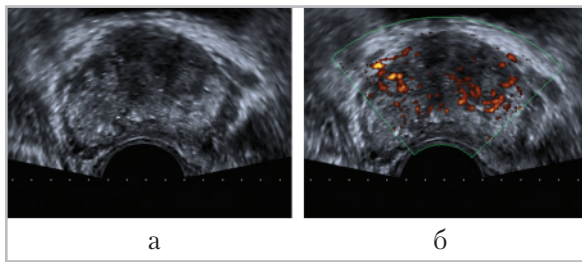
Эхограммы простаты: *a* — ТРУЗИ в В-режиме, поперечное сканирование. В передних отделах обеих долей определяется неравномерное снижение эхогенности, несколько больше выраженное слева; *б* — режим дуплексного сканирования (с энергетическим доплеровским картированием — ЭДК). Имеется деформация сосудистого рисунка как в области гипоэхогенного участка, так и в окружающих его тканях
